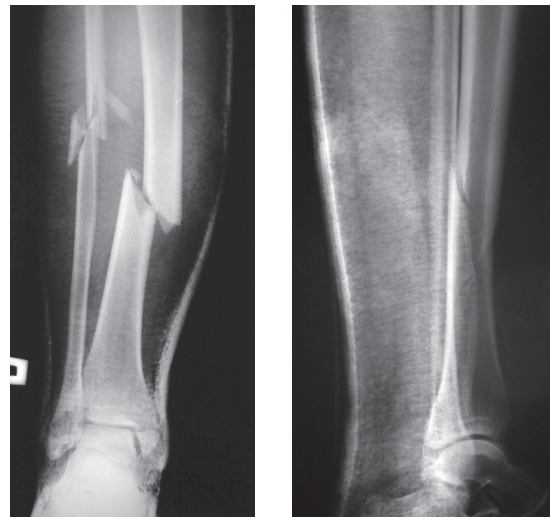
Рентгенограммы больного З. до операции
